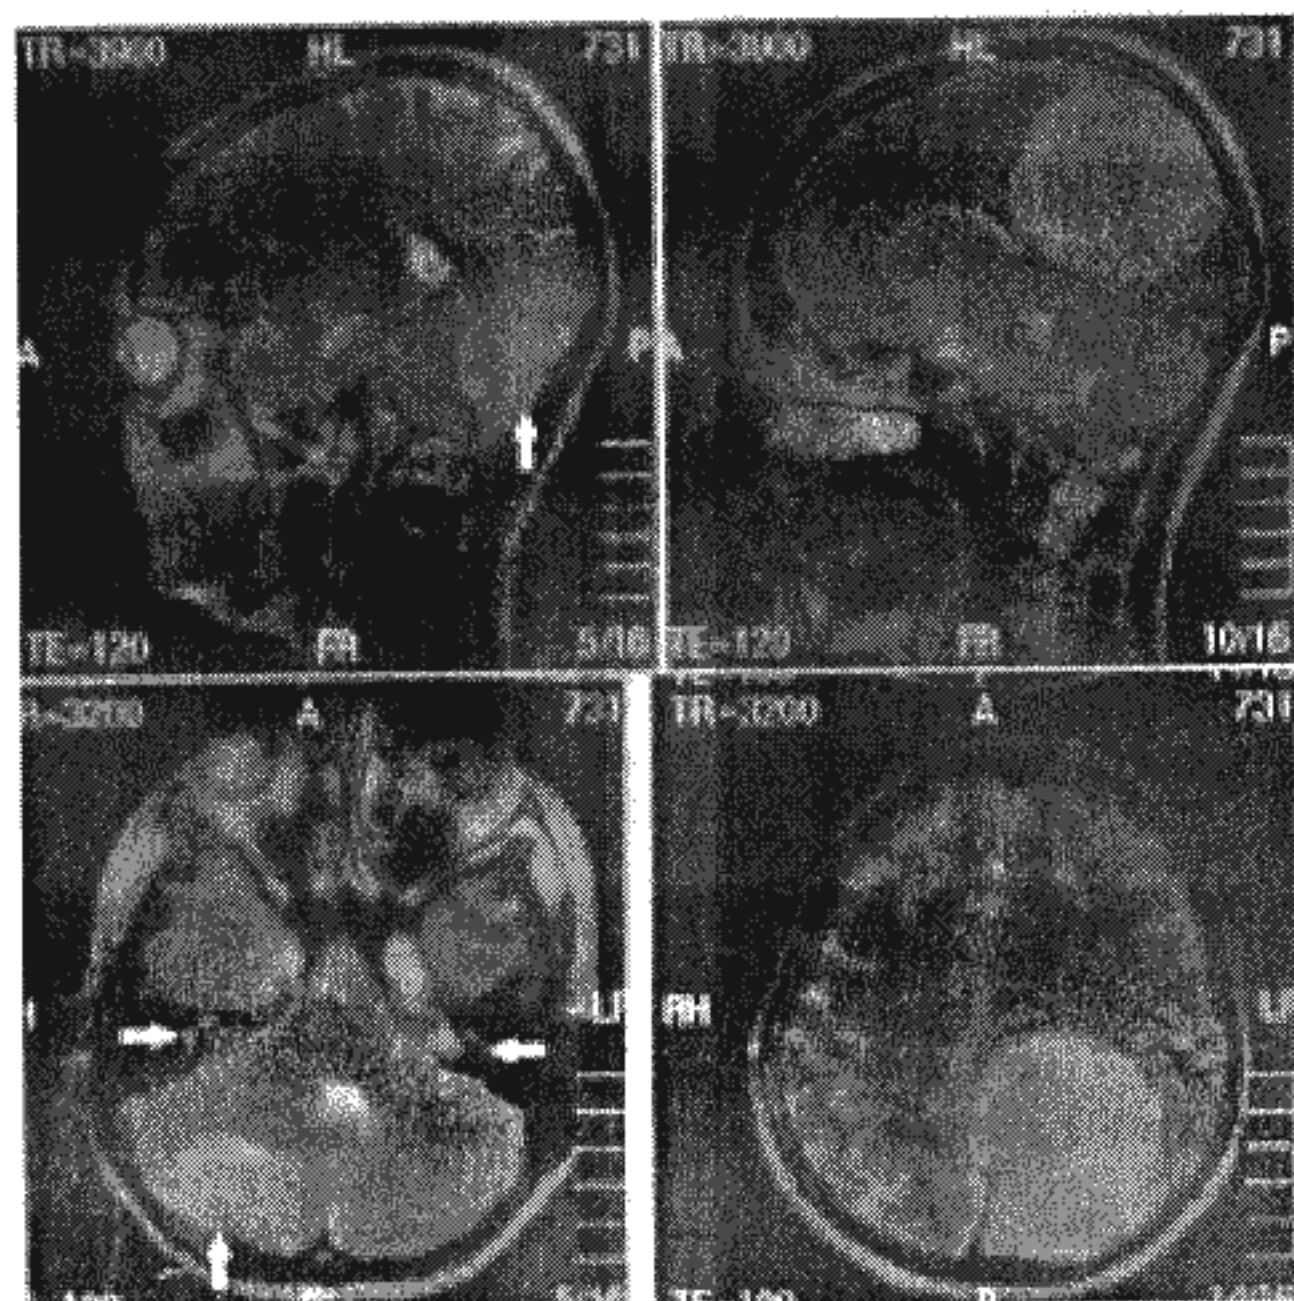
МРТ хворой Р-ко до оперативного втручання. Множинні менінгіоми суб- та супратенторіальної локалізації, двобічні невриноми слухових нервів (показано стрілками).
